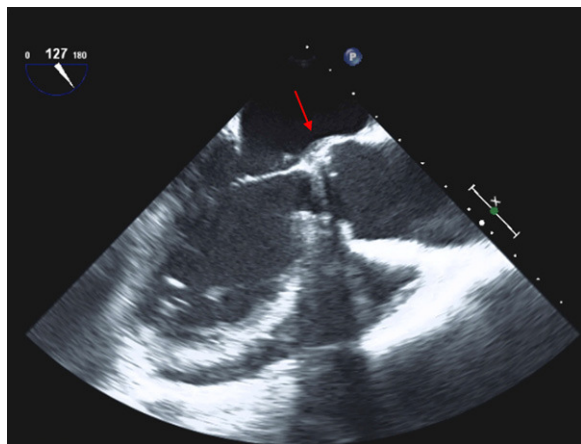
La ecocardiografía transesofágica mostró un área engrosada de 3 mm a nivel del seno de Valsalva no coronario, sin zonas hipocogénicas ni ecos adicionales gelatinosos que señalaran la presencia de un absceso.
